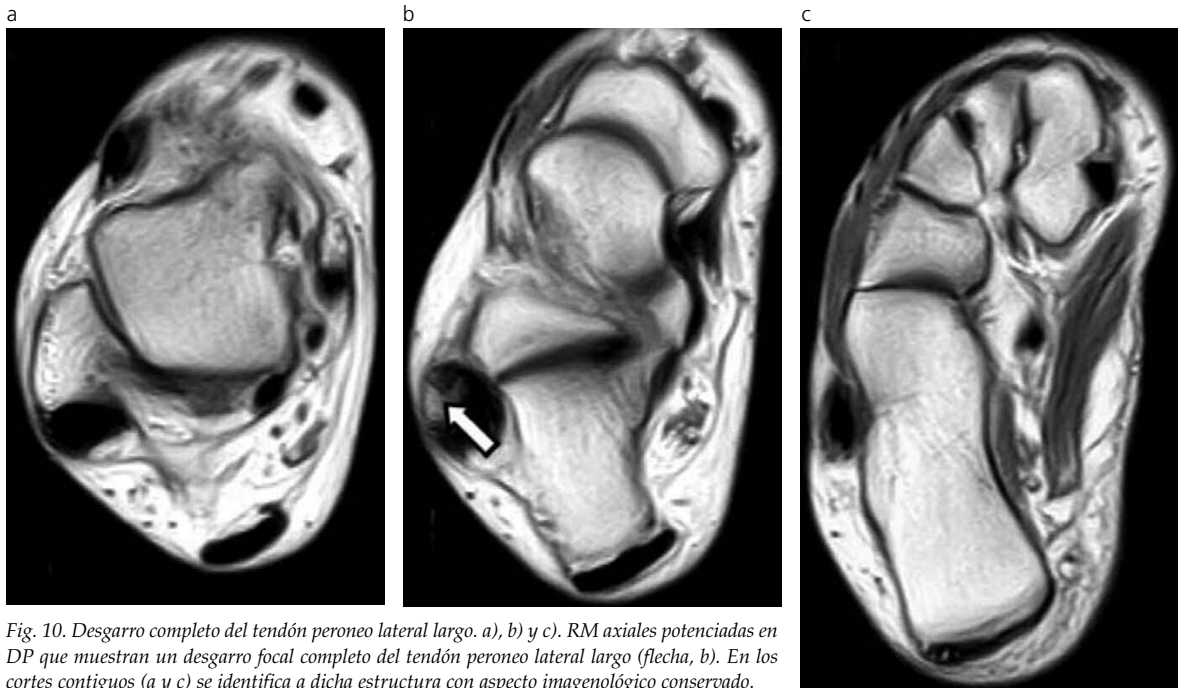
Desgarro completo del tendón peroneo lateral largo. a), b) y c). RM axiales potenciadas en DP que muestran un desgarro focal completo del tendón peroneo lateral largo (flecha, b). En los cortes contiguos (a y c) se identifica a dicha estructura con aspecto imagenológico conservado.
